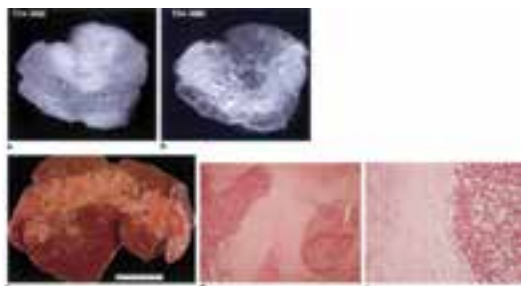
Развитие портальной гипертензии и центрального фиброза печени при болезни Гоше: а, б – магнитно-резонансная томография; в – секционный материал; д, е – развитие центрального фиброза и инфильтрация печени клетками Гоше [105]
